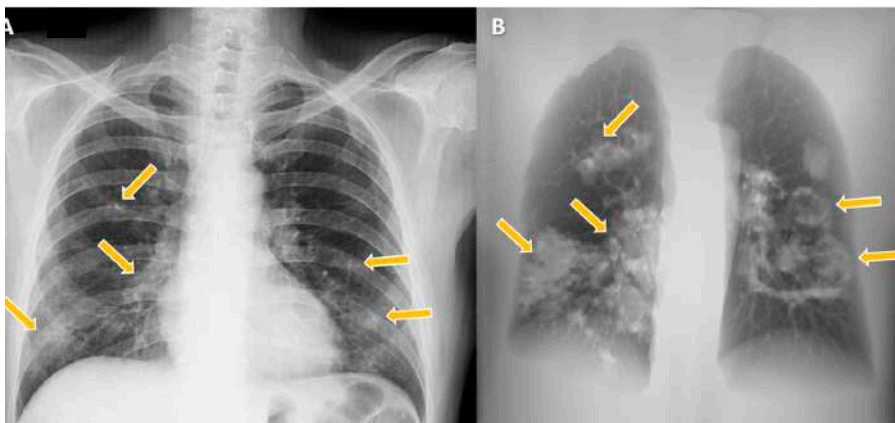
Comparación entre radiografía de tórax (A) y reconstrucción coronal de TC de tórax en máxima intensidad de proyección (MIP)(B) realizadas con 1 hora de diferencia en un paciente de 62 años que consultó por tos y fiebre de 48 horas de evolución. Nótese cómo la afección del parénquima pulmonar, a pesar de estar presente en la TC, se muestra como hallazgos sutiles en la Rx (flechas amarillas).
